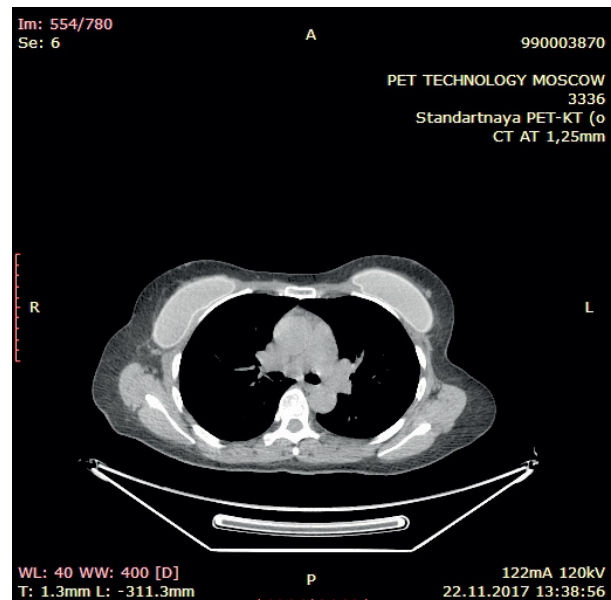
ПЭТ-исследование. Рецидив в левой молочной железе.
